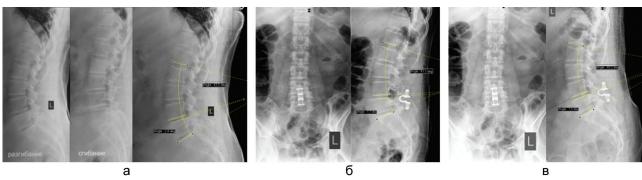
Спондилограммы пациентки П. с LSS на уровне L4–5 с оценкой рентгенологических параметров: а – до операции, б – после операции, в – через 6 месяцев после операции
